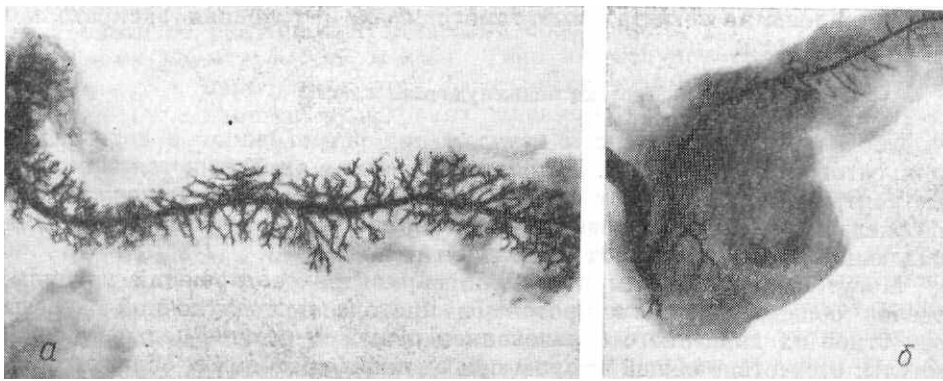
Рентгенограмма изолированных препаратов поджелудочной железы. Варианты протоковой системы поджелудочной железы: а — многоветвистый тип, б - смешанный тип (препараты Л. И. Фоменко).
